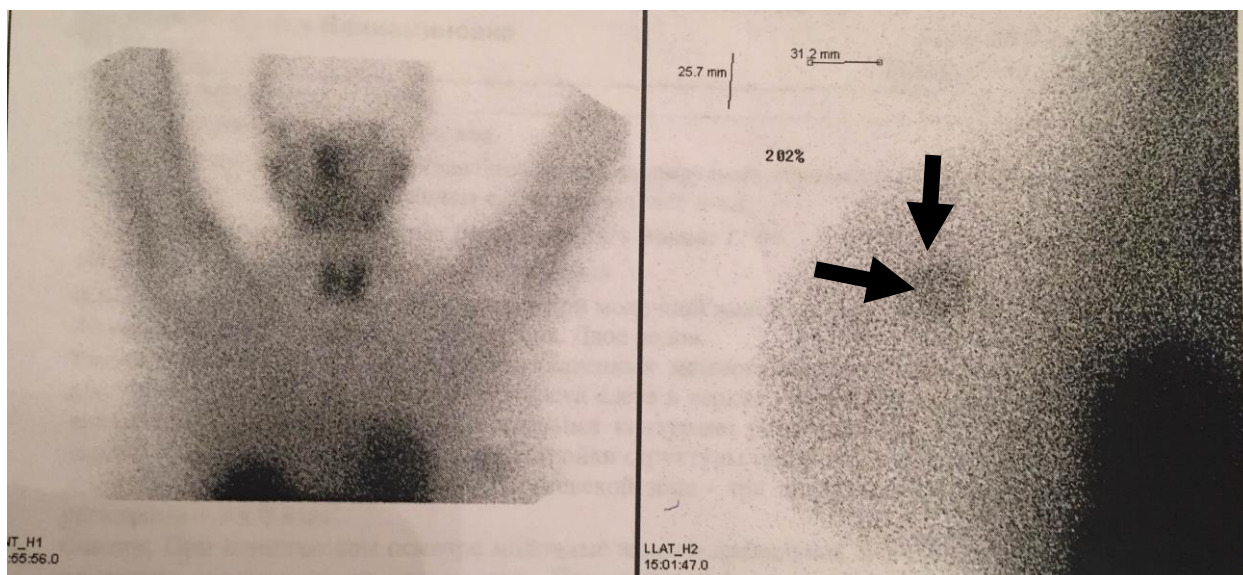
Планарная маммосцинтиграмма. Накопление РФП в опухолевом узле.
